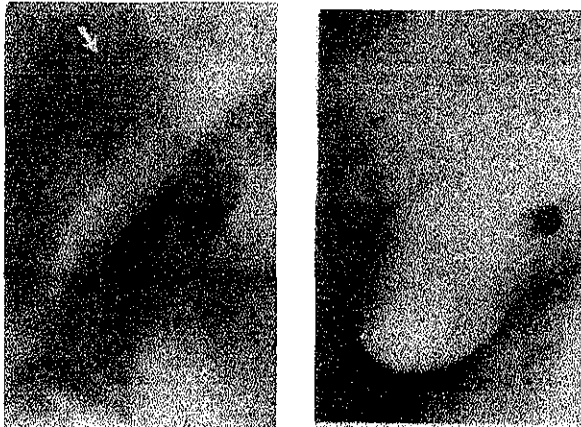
Izquierda, radiografía que demuestra una fina lucencia crescentica en el abdomen superior derecho (flecha). Derecha, colecistograma que revela una lucencia en forma crescentica en la pared de la vesícula biliar, en este paciente con colecistitis acalculosa.
